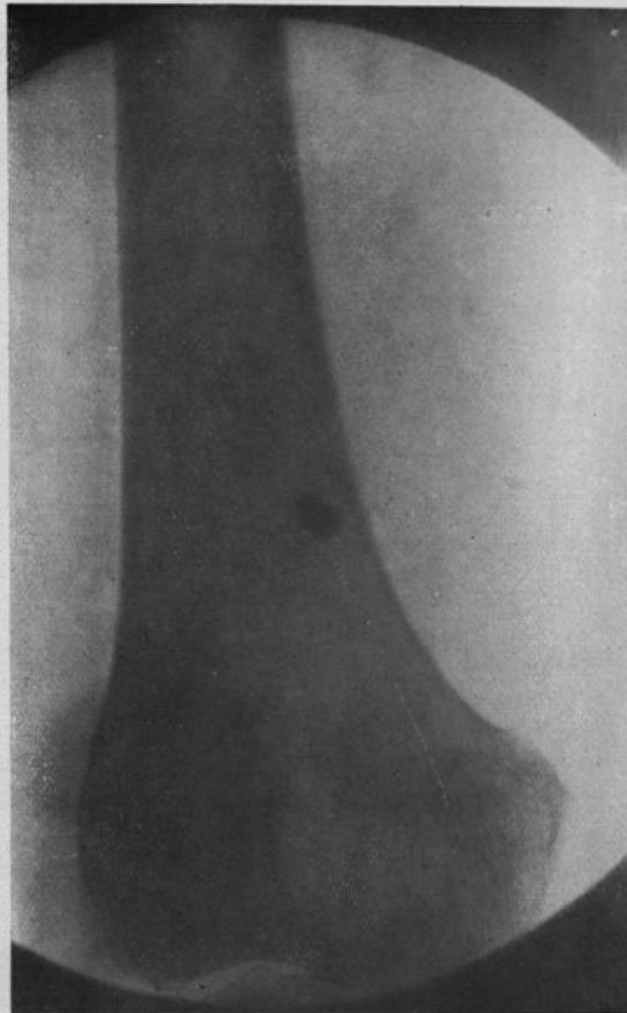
Derv..., Pierre. Radiographie de face, bien axée, montrant le projectile se projetant sur l'ombre du fémur, près de son bord interne, à deux travers de doigt environ au-dessus du tubercule du grand adducteur (2 juillet). Vue arrière.
